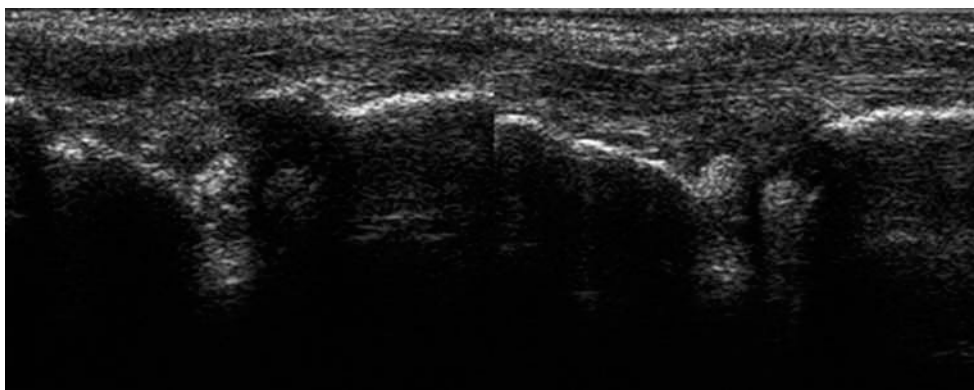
Ecografia dinamica: a sinistra l'esame evidenzia la presenza di una disomogenea e vasta area di ecogenicità senza consentire di valutare la natura della lesione; a destra, dopo manovra dinamica, risulta possibile caratterizzare il versamento (anecogeno) e la proliferazione sinoviale (iperecogena)
